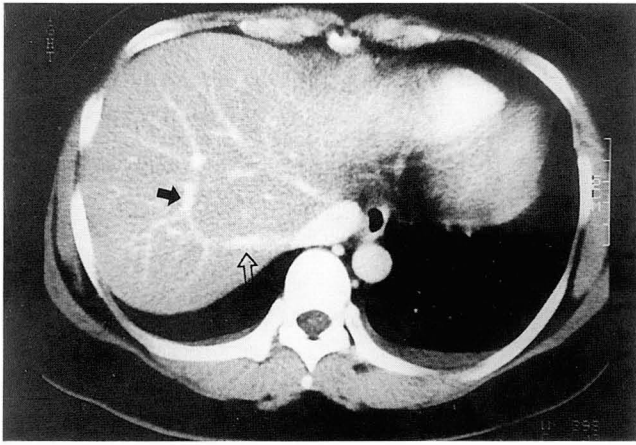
Portal phase spiral CT at subdiaphragmatic portion of right liver shows posteriorly directed portal vein (black arrow) from anterior segment supply the posterior segment, crossing the right hepatic vein (white arrow).
